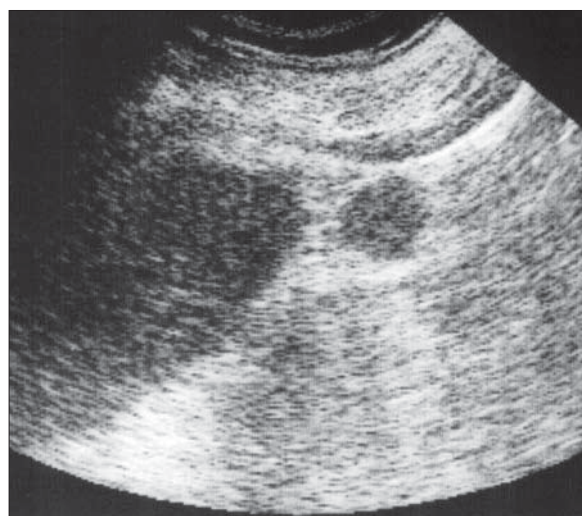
Splină accesorie. Ecografie splină. Secțiune longitudinală.
